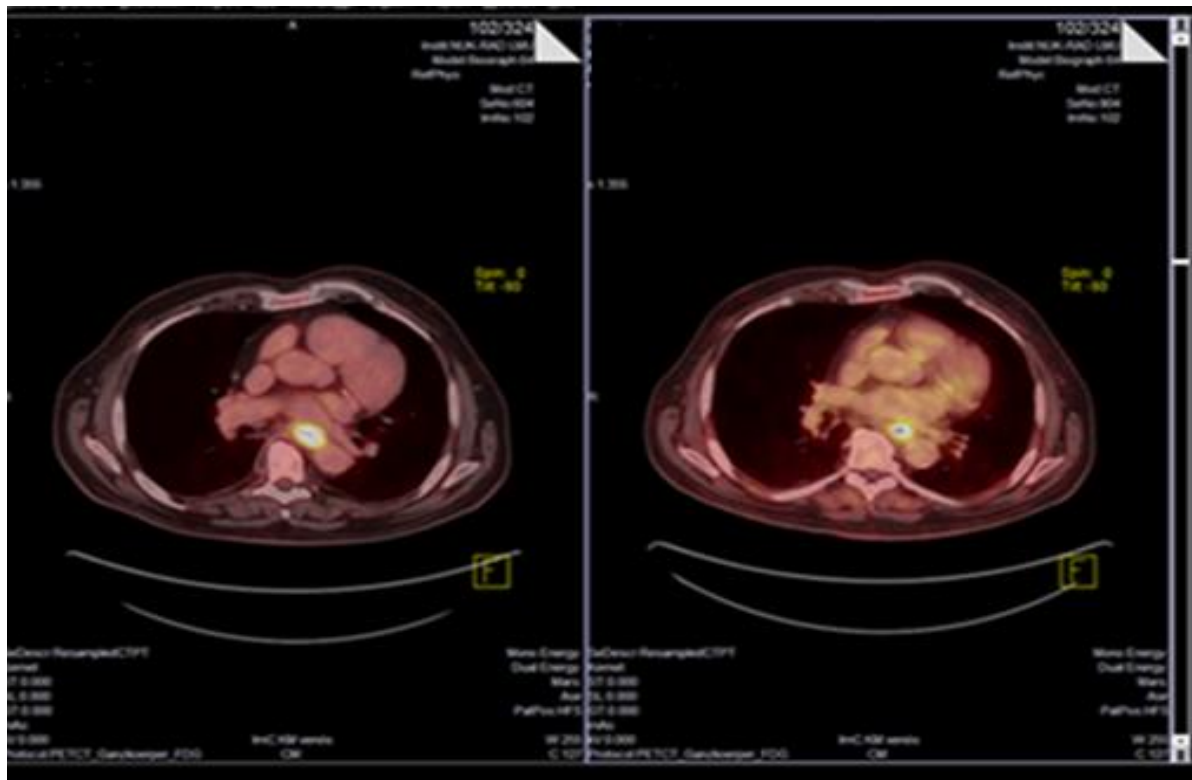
FDG-PET/CT eines Patienten mit Ösophaguskarzinom im mittleren Ösophagus
